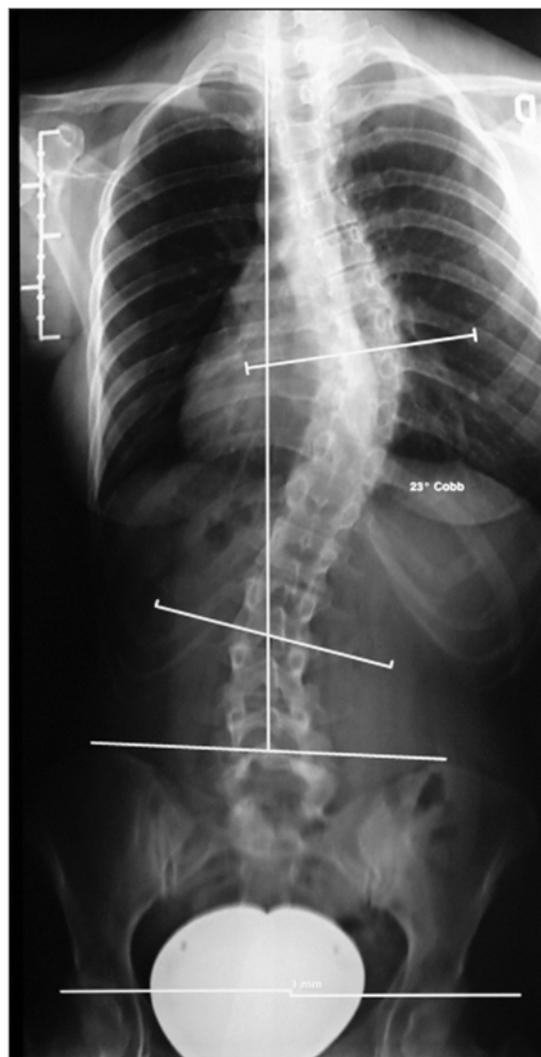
Radiografía de columna total en proyección PA realizada con sistema de scan digital. Las medidas se realizaron digitalmente con la escala calibrada previamente.
